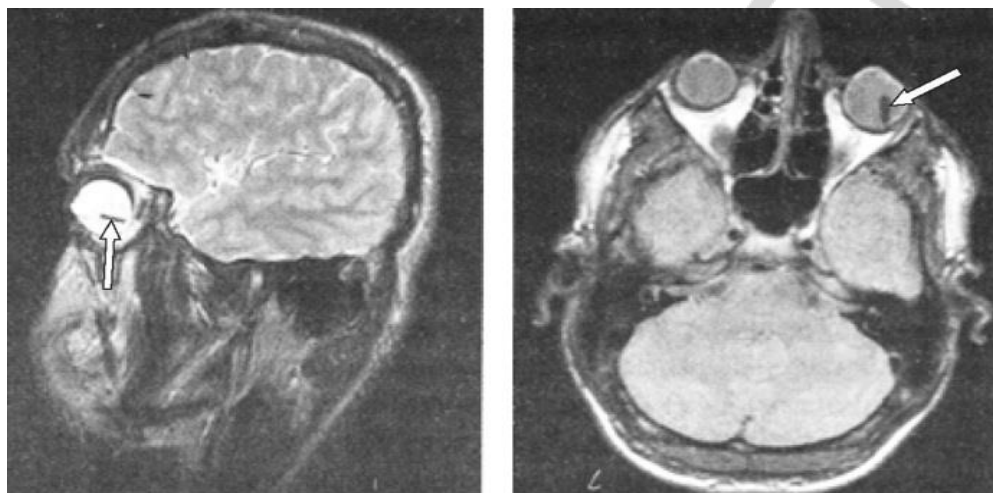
Магнитно-резонансная томография глазниц. Пластмассовое инородное тело в полости стекловидного тела левого глазного яблока (показано стрелкой) [40]
